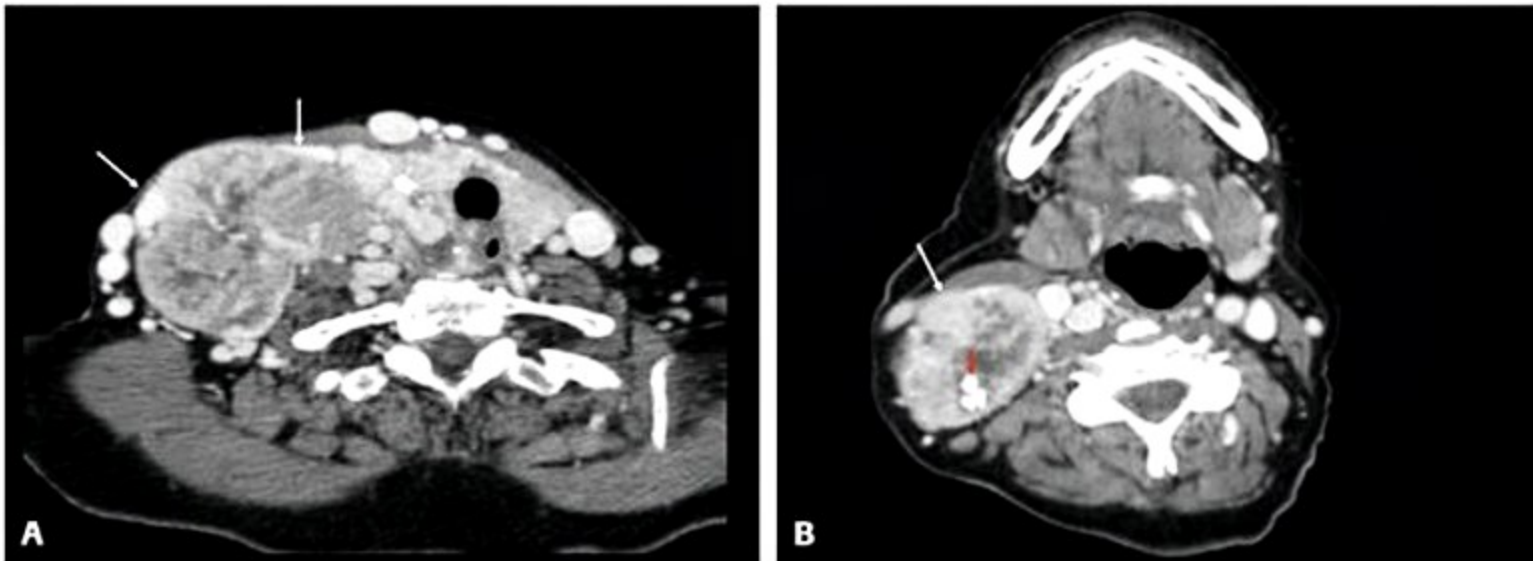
Tomografia computadorizada de carcinoma medular de tireoide. (A) Corte axial com tumoração calcificada ocupando todo o lobo direito (setas). (B) Corte axial evidenciando linfonodo cervical acometido (seta branca) e calcificações grosseiras internas (seta vermelha).
